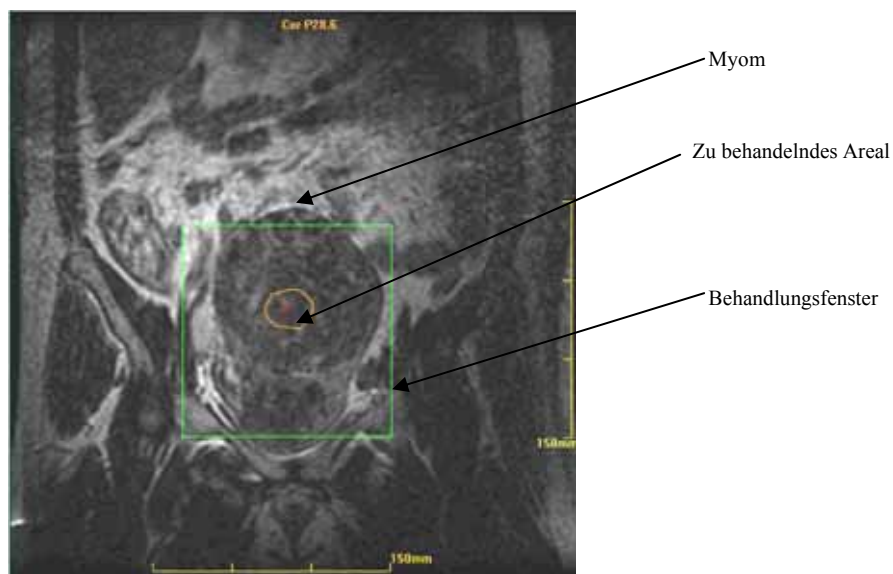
Patientin 1, Planungs-MRT, coronare Schnittebene
